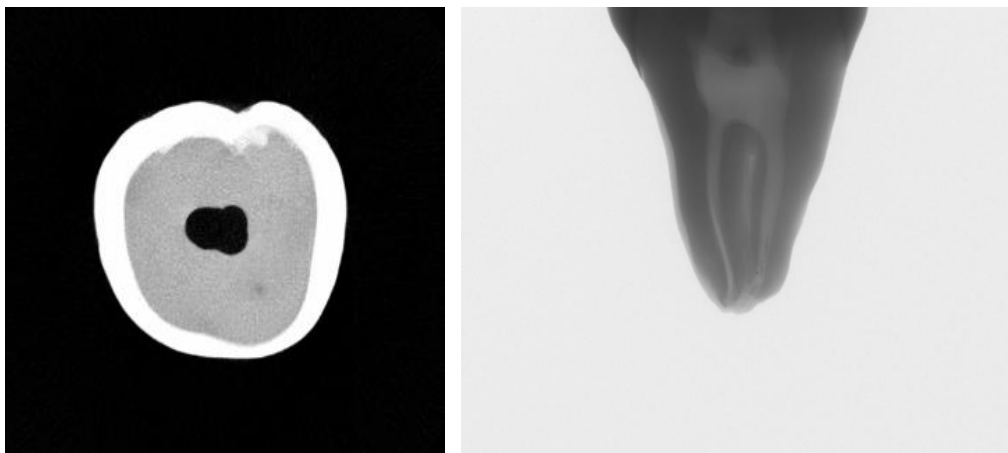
Konservatif giriş kavitesinin Mikro-BT ile aksiyel ve sagital eksenlerdeki görüntüsü.
